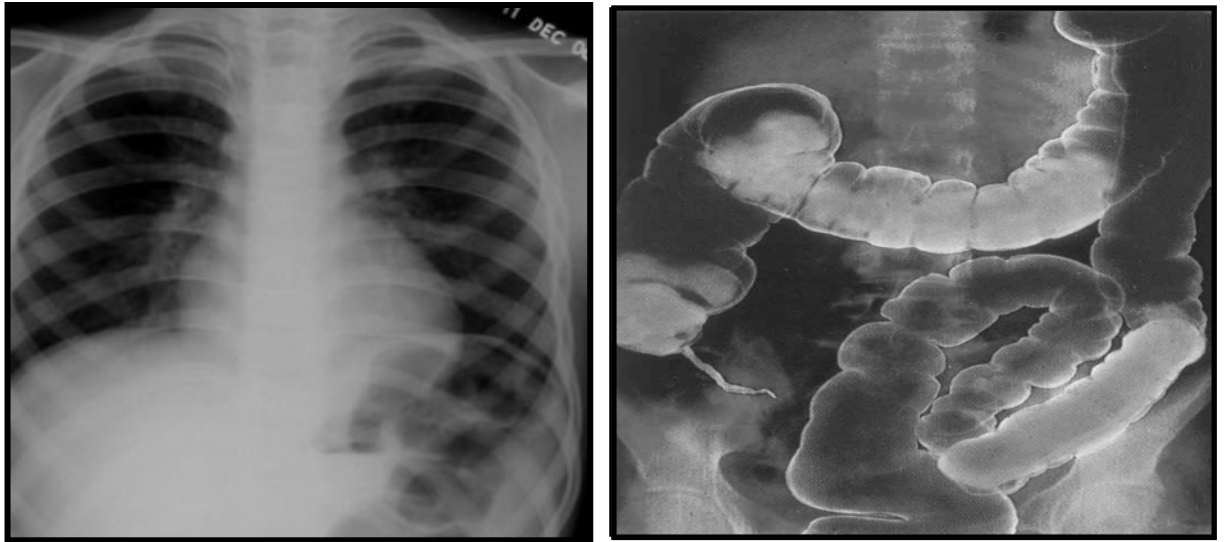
Рентгенограми грудної клітини і товстого кишечника
